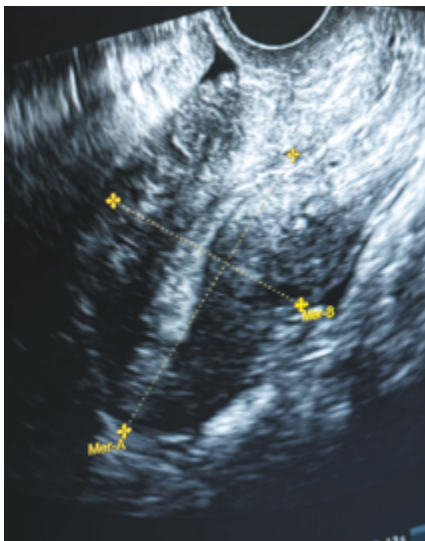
Трансвагинальное УЗИ органов малого таза через 2 мес после операции (26.05.2026): матка нормальных размеров, миометрий однородной структуры, послеоперационный рубец без особенностей.
